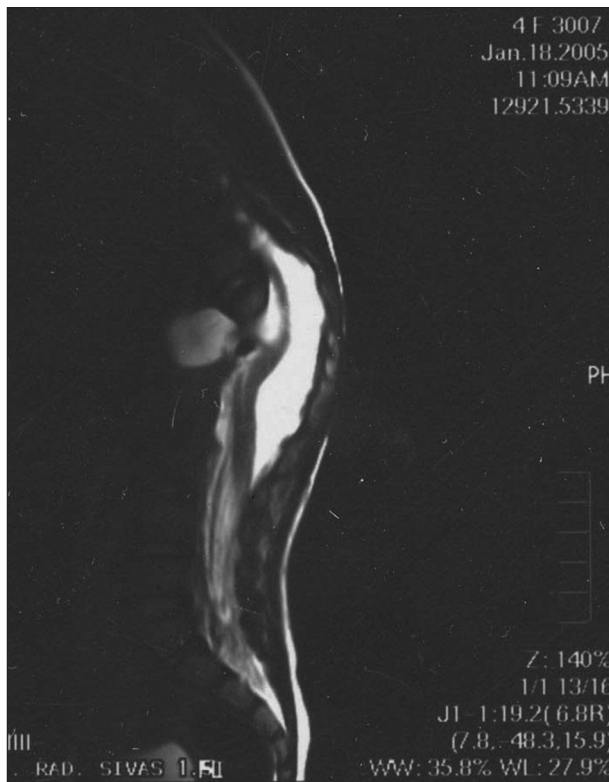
Magnetic resonance imaging shows anterior thoracic meningocele with tethering
